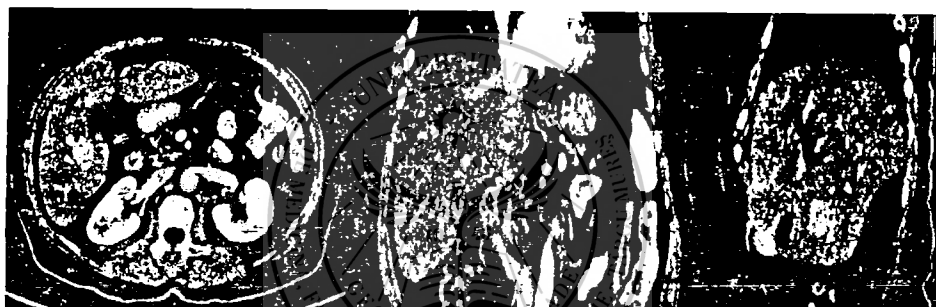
CT. Metastază hepatică de 2 cm, hiperdensă, în lobul drept
